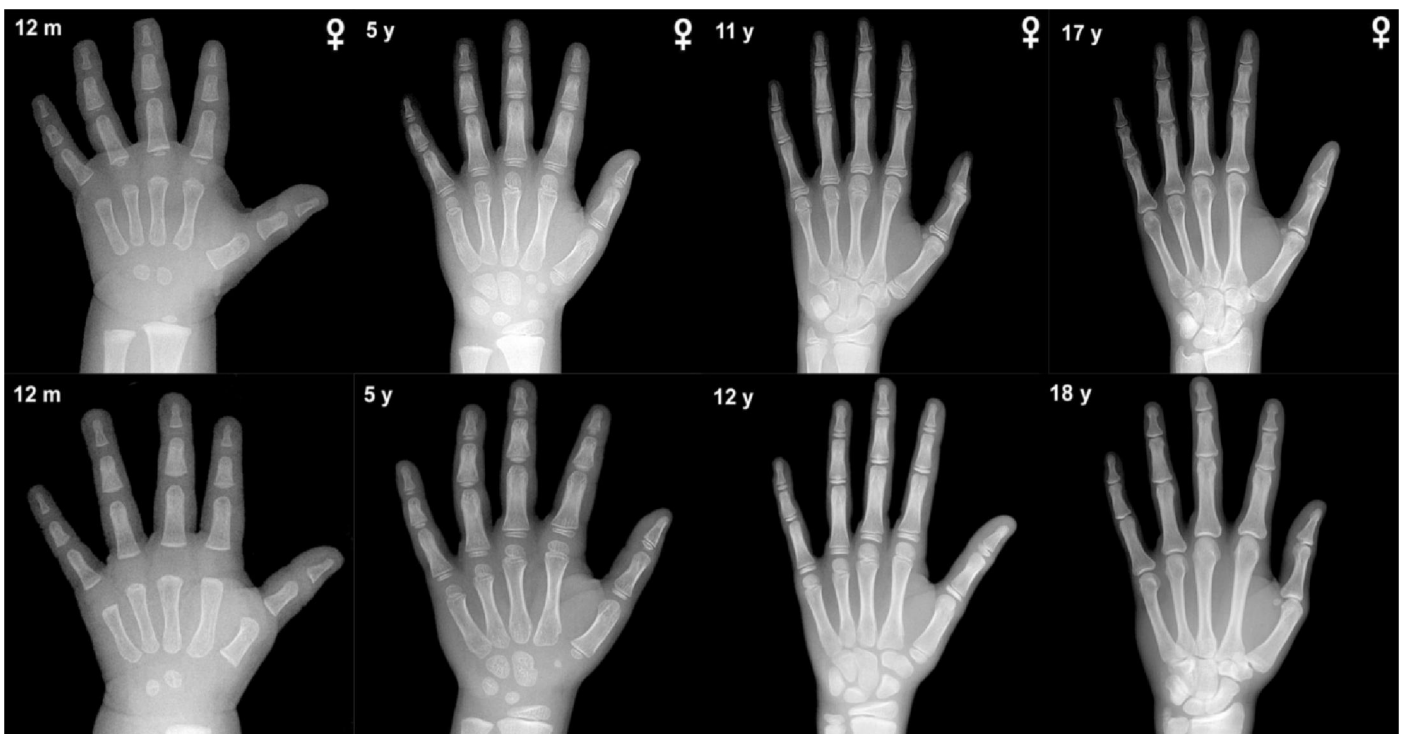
Radiographie de la main gauche
